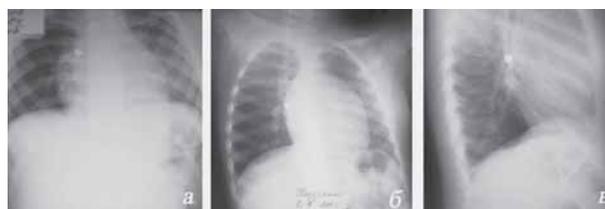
Рентгенография органов грудной клетки ребенка А., 2006 года рождения.
